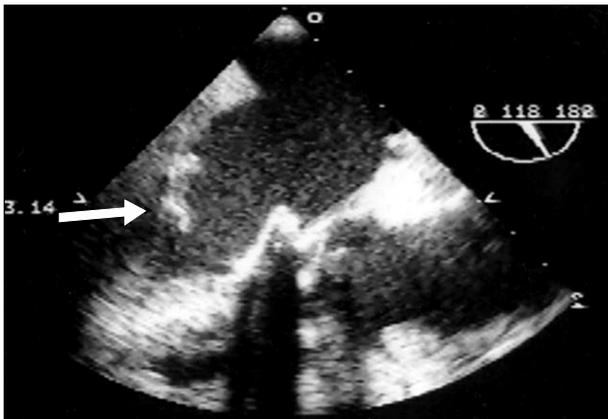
Transesophageal echocardiography shows immobilized leaflet of bioprosthetic valve.
